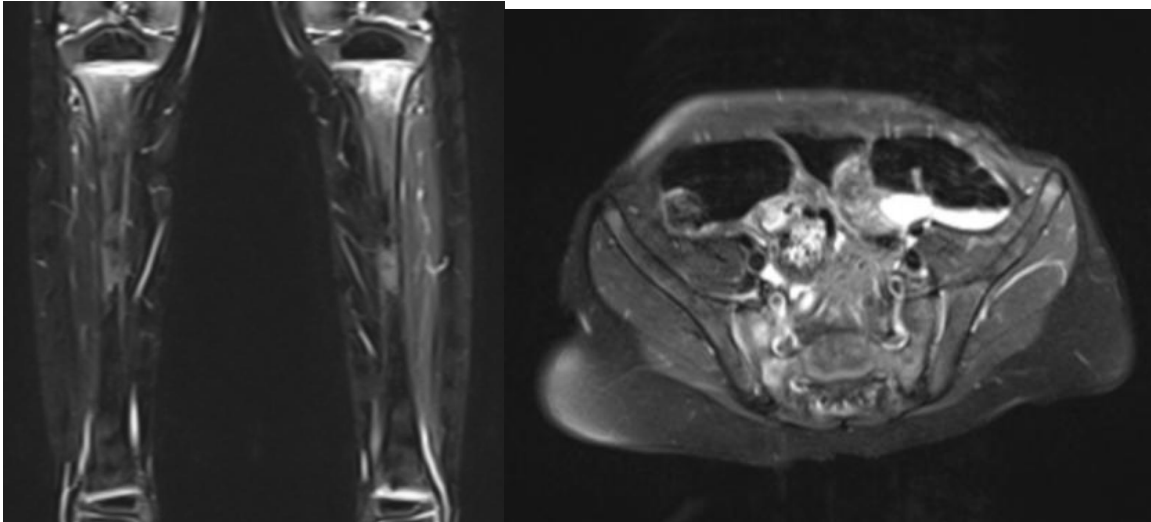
Cortes de la Resonancia Magnética. (Cortesía del Servicio de Radiodiagnóstico del Hospital Niño Jesús)
